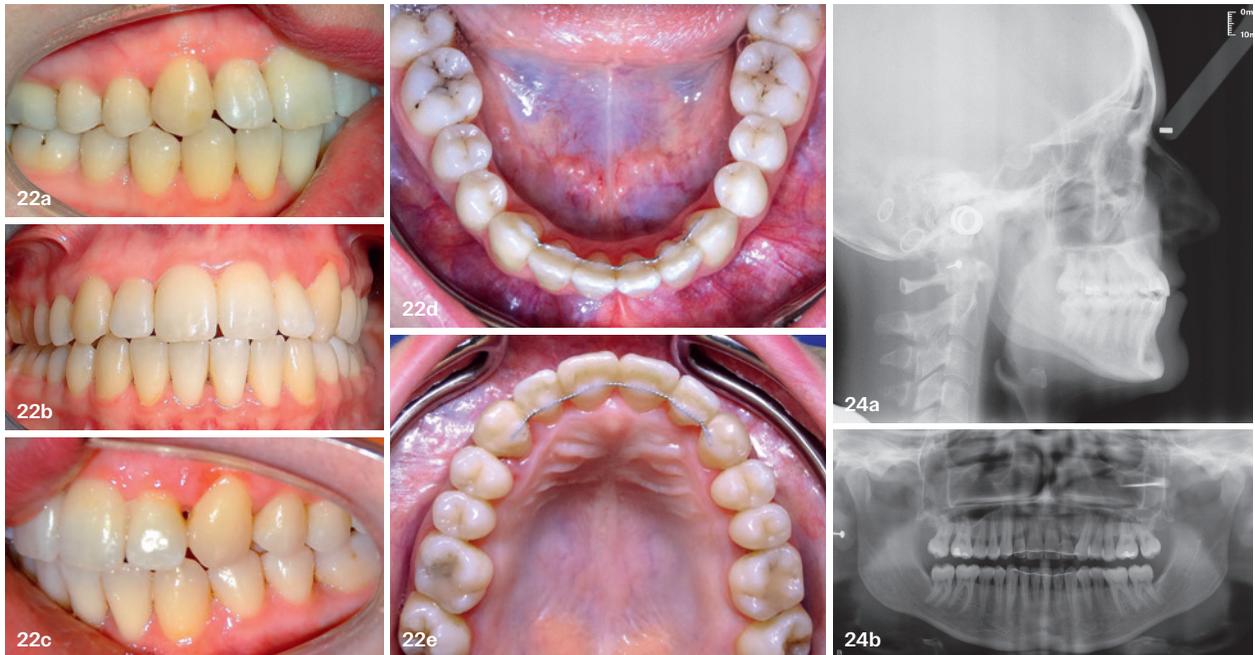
Intraorale Aufnahme rechte Okklusion (a), intraorale Aufnahme anteriore Okklusion (b), intraorale Aufnahme linke Okklusion (c), untere Okklusion (d), obere Okklusion (e). Abb. 24a und b: Kephalometrische Darstellung (a), Orthopantomogramm (b). Röntgenaufnahmen nach der Behandlung zeigen eine deutliche Verbesserung des Kieferknochens, besonders bei Zahn 23.
